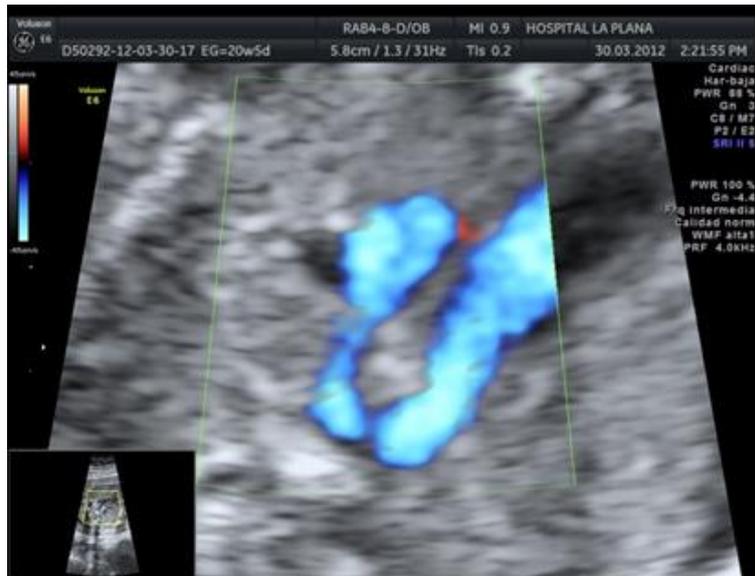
Gestante de 20 semanas. Arco aórtico derecho. Con Doppler color, en un corte de 3 vasos, observamos la unión entre el arco aórtico y el ductus arterioso con forma de U y que discurre detrás de la tráquea.
